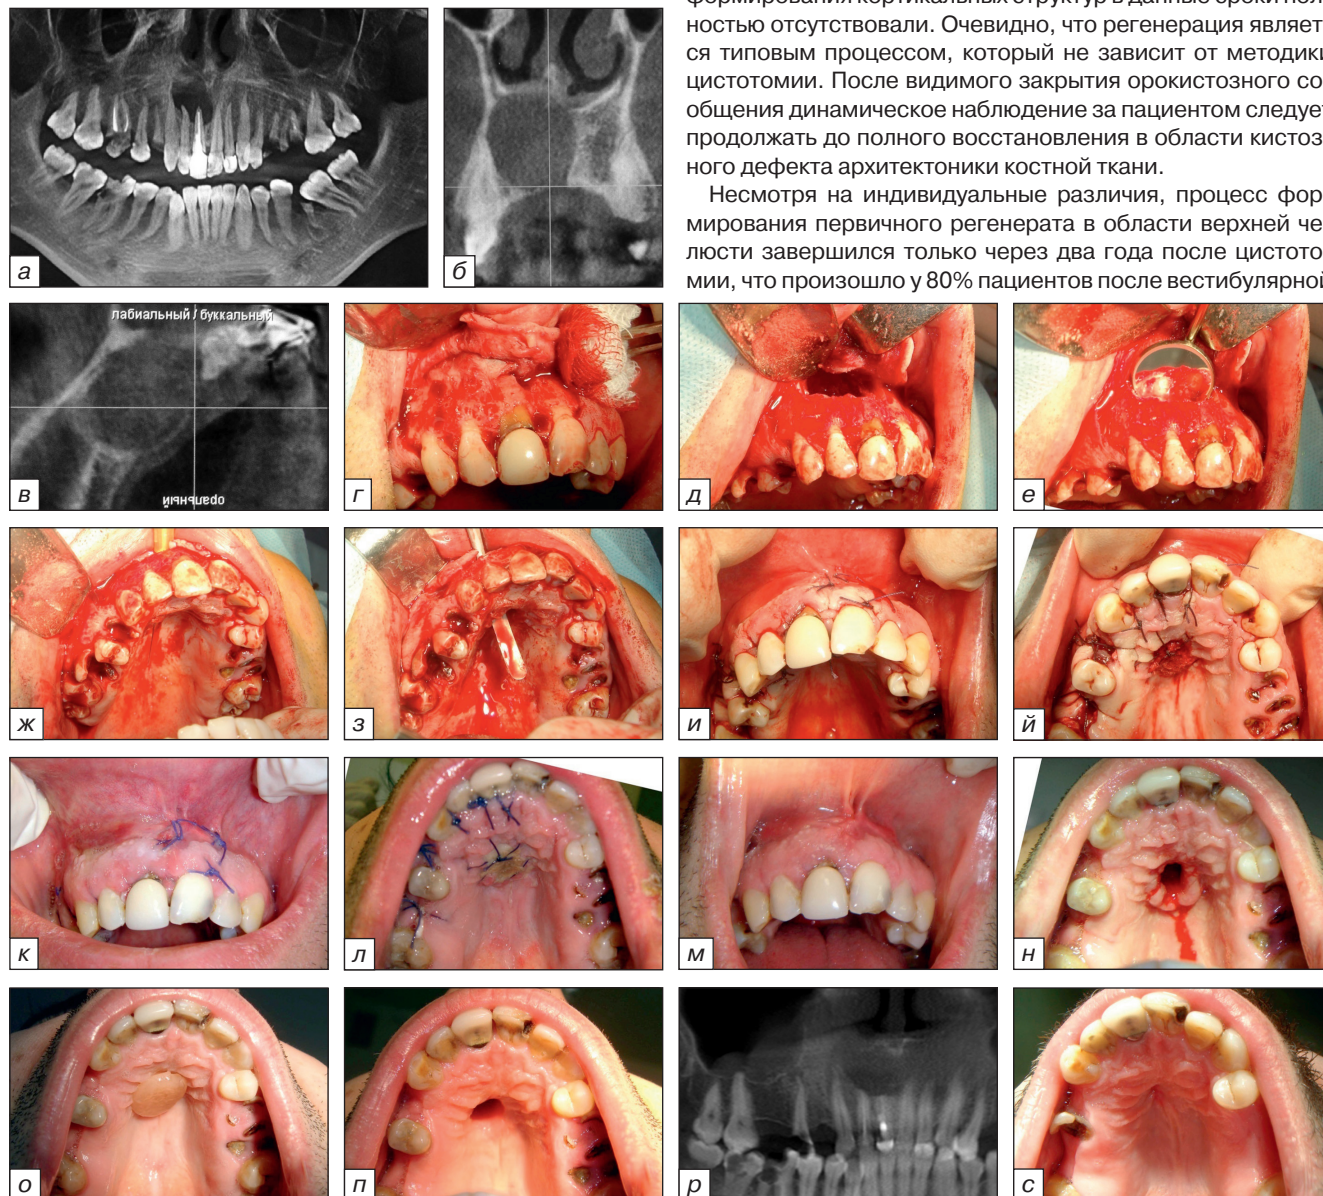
Пациент 3., 38 лет. Диагноз: радикальная киста верхней челюсти во фронтальном отделе в области 1.3, 1.2, 1.1 зубов с резорбцией стенки носа, вестибулярной и небной стенок альвеолярного отростка. На рисунках: конусно-лучевые томограммы: 2D (1а), фронтальная (1б) и боковая (1в) реконструкции перед операцией; после отслаивания лоскута подтверждена узура вестибулярной (1г) и небной (1ж; 1з) альвеолярного отростка; вид после трепанации (1д) и резекции причинного 1.1 зуба (1е); после ушивания вестибулярного лоскута (1и) со стороны неба электроножом сформировано орокистозное сообщение и полость кисты заполнена тампоном в виде тугого валика (1й); вид послеоперационной области через неделю (1к; 1л), через 2 недели (1м; 1н), непосредственно после удаления тампона (1н) и через 1 месяц (1о; 1п) после цистотомии; снятие слепка размягченным воском (1м; 1н) и установка пластмассового obturатора (1о); рентгенологическая картина (1р) и вид со стороны неба (1с) через 1 год и 2 месяца после операции. Костная ткань в области кистозного дефекта восстановлена (р), орокистозное сообщение не определяется (1с)
